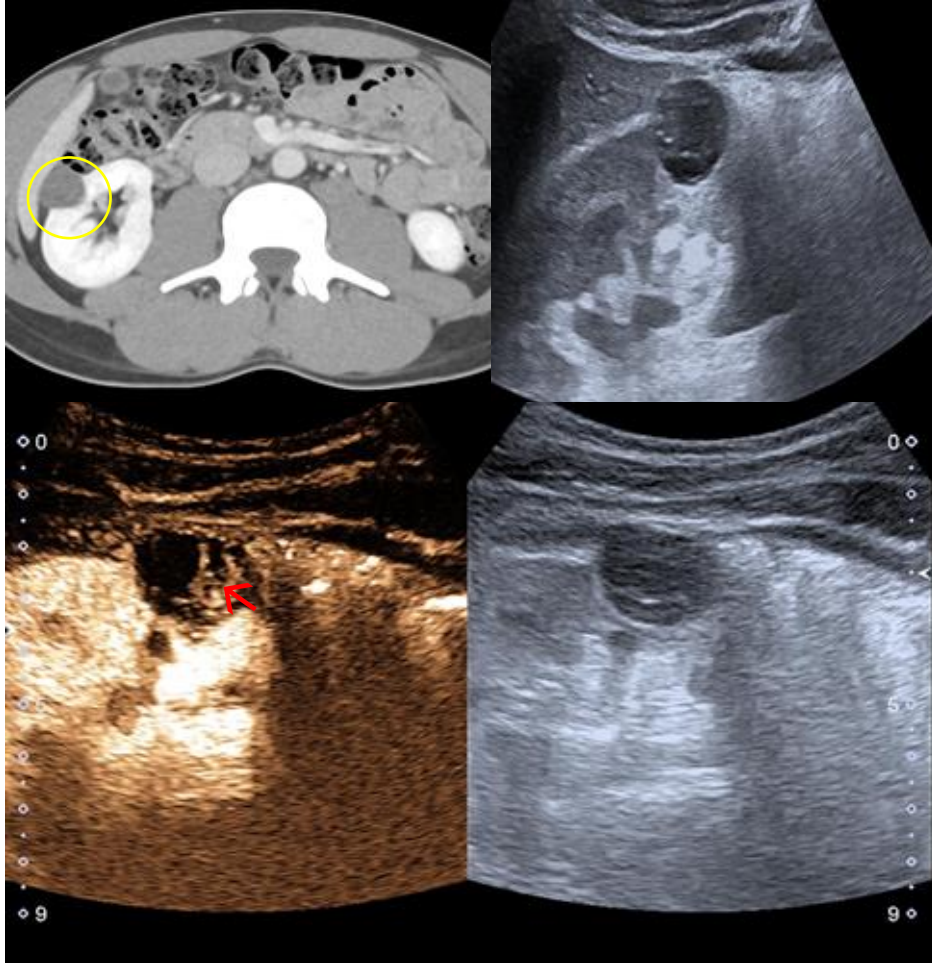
Varón de 28 años en control por un tumor testicular. A. TC abdominal con contraste IV en fase portal, se ve nódulo denso en tercio medio renal derecho, estable. Se recomienda caracterización mediante CEUS.
